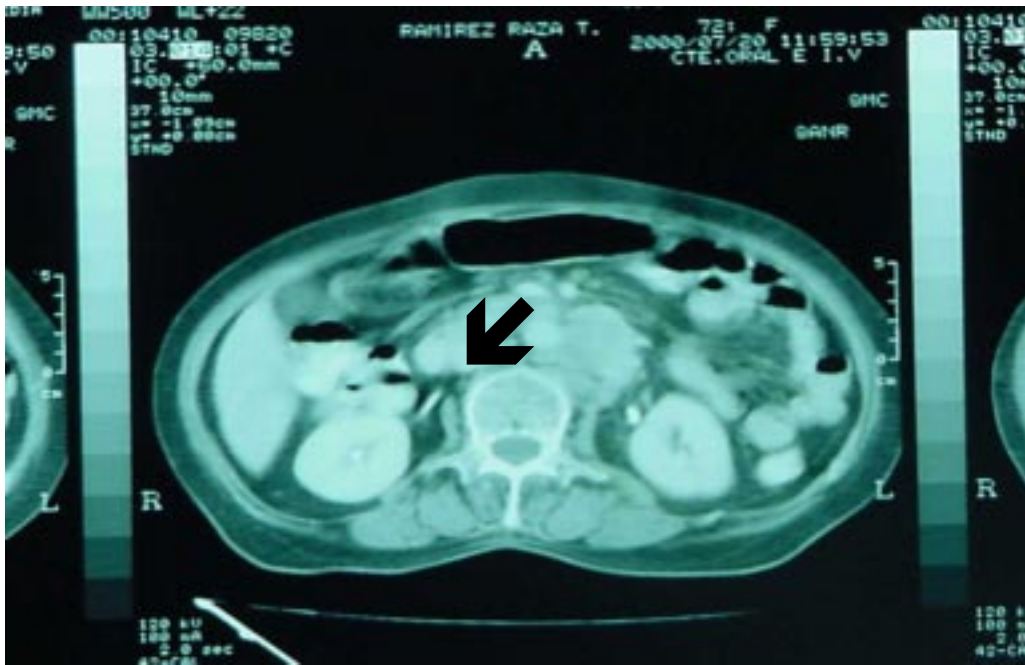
TAC Abdominal mostrando metástasis linfática.
